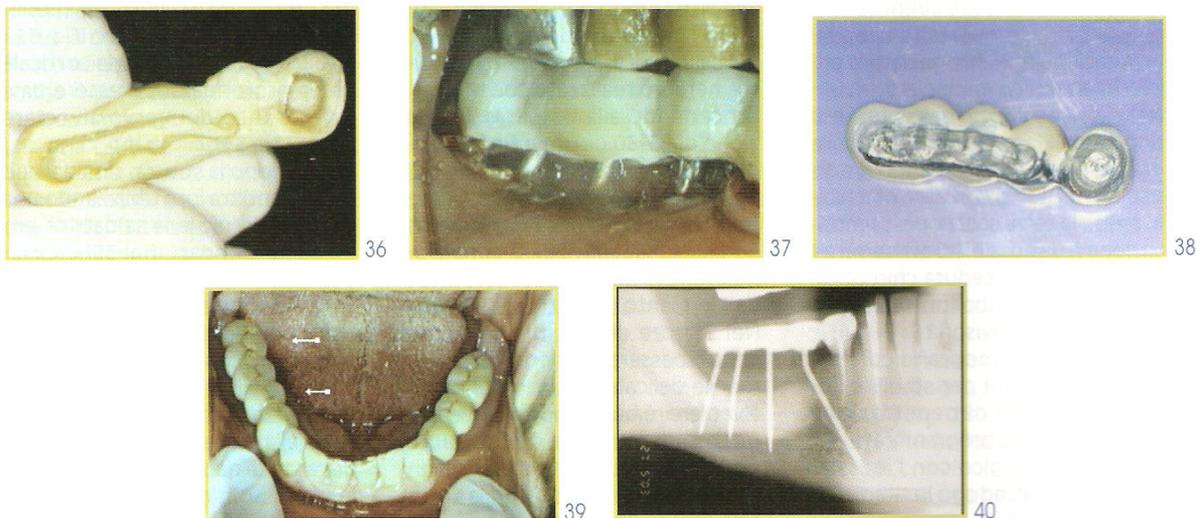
il provvisorio dopo il ribasaggio eseguito subito dopo l'intervento. Fig. 37: il provvisorio in occlusione centrica alla fine della seduta. Fig. 38: la protesi fissa definitiva vista da sotto. Fig. 39: la protesi fissa definitiva dopo la cementazione. Fig. 40: radiografia eseguita dopo la cementazione.
